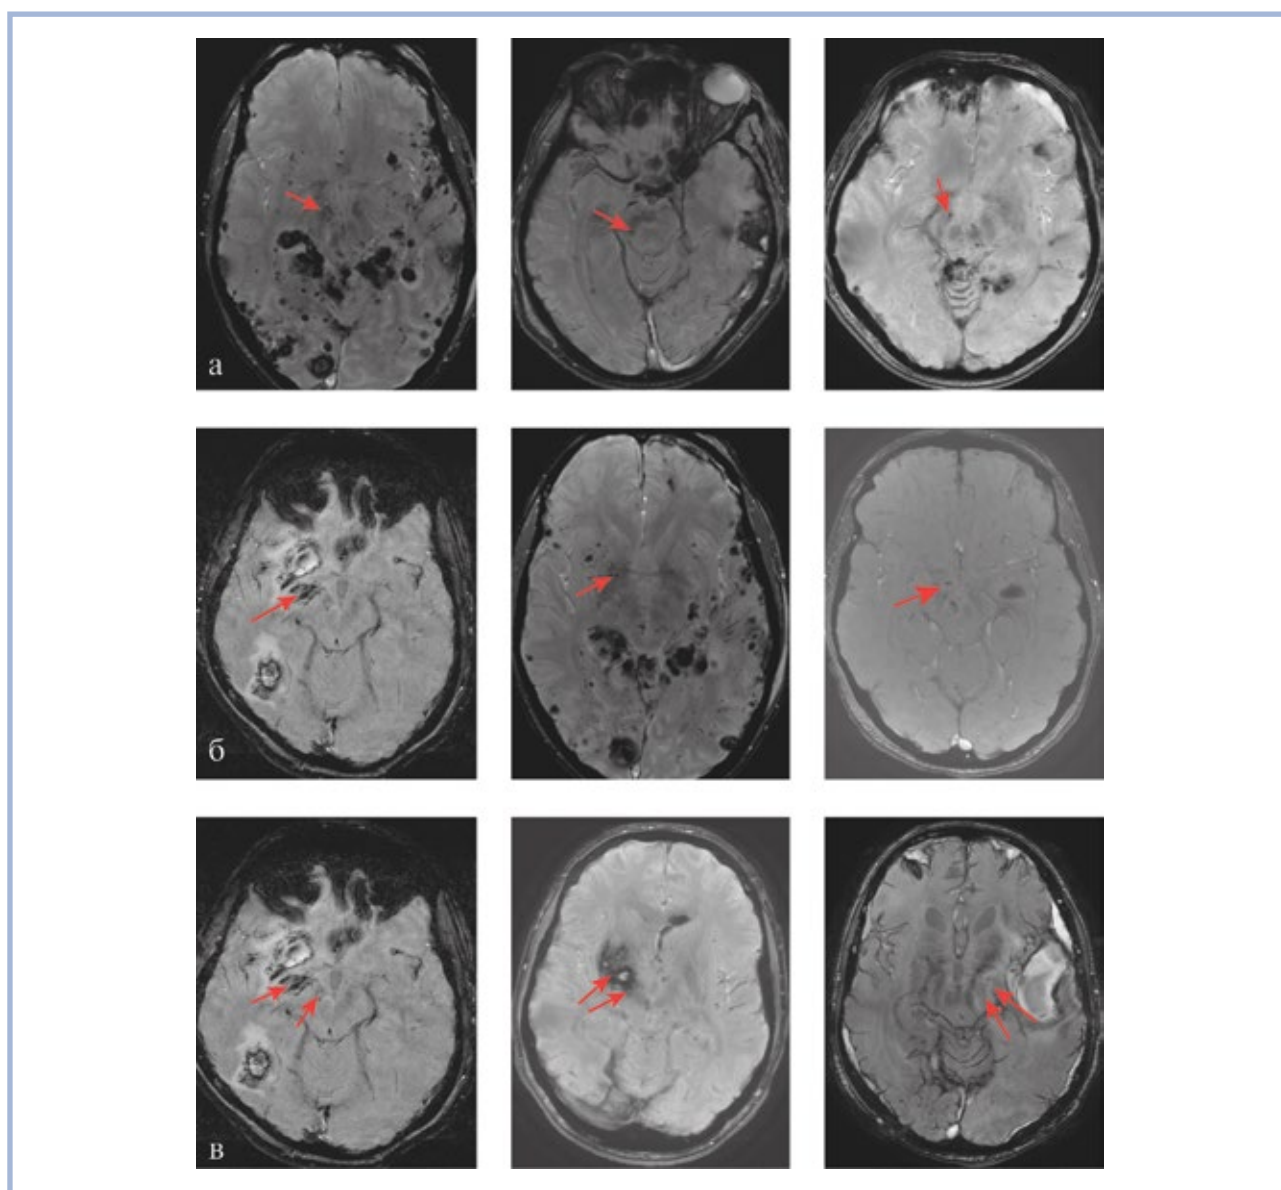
МРТ головного мозга пациентов с тяжелой ЧМТ с повреждением структур черной субстанции (а), области ядра Мейнерта (б), сочетанным повреждением черной субстанции и области ядра Мейнерта (в).
